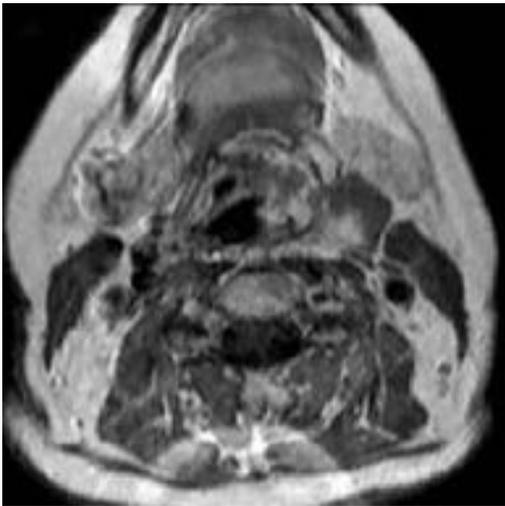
RM T1 axial con gadolinio iv. Aumento de la captación en el estudio dinámico a los 3 minutos tras la inyección de gadolinio endovenoso.
